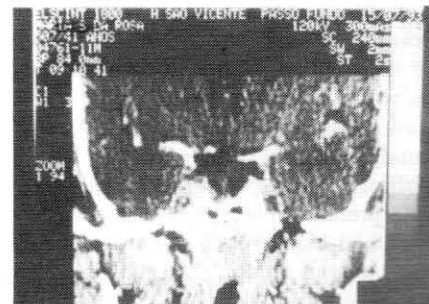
Tomografia Computadorizada de Sela Turca Vazia
